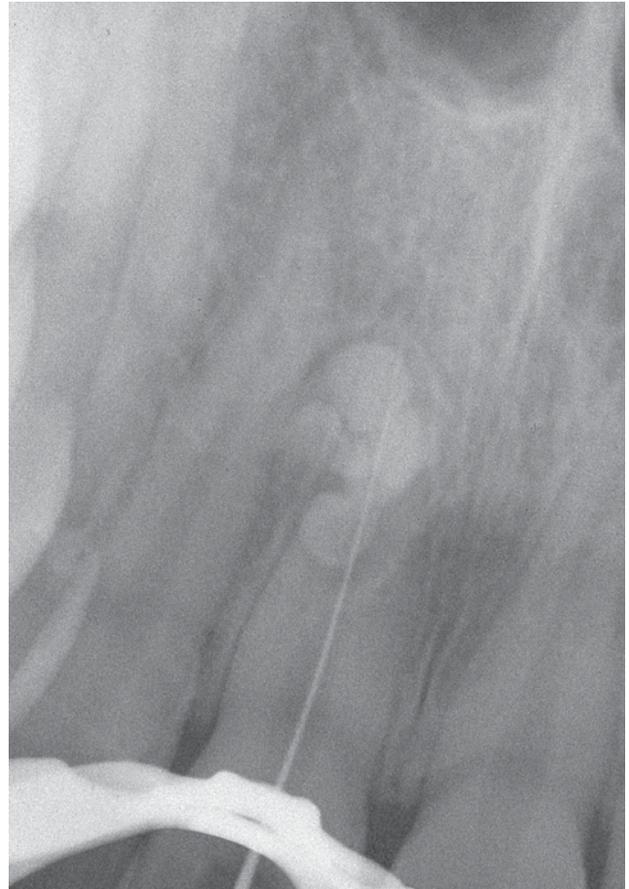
Radiografía de conductometría del 1,1 durante la preparación biomecánica.
